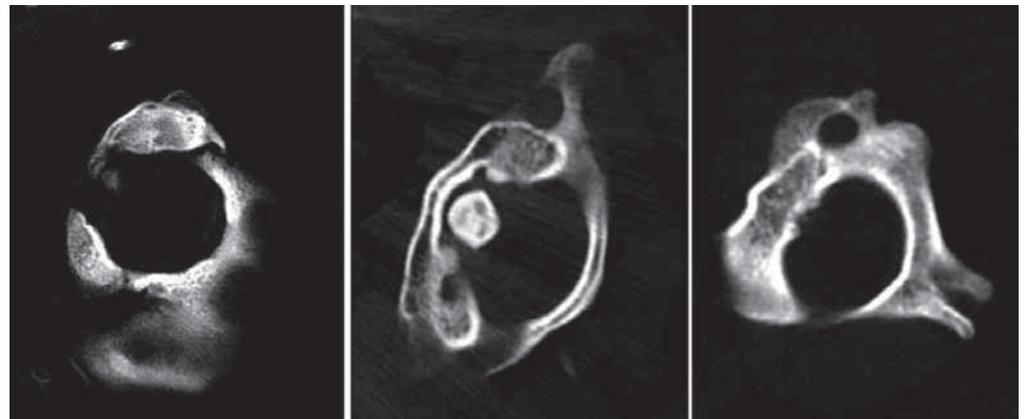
CT-Knochenfenster: von links: Schädelbasis, Atlas, Axis. Keine Drehung zwischen den Ebenen. Die Drehung muss tiefer liegen, zwischen C3 und C7.
